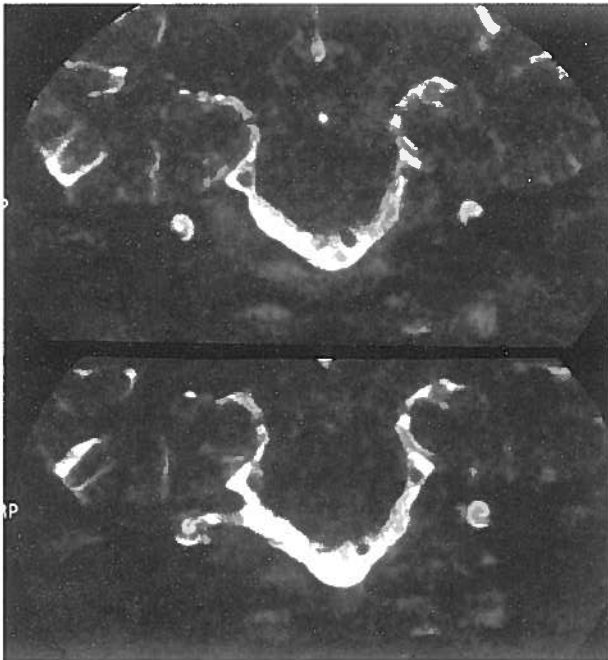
RM pT2. Tomogramas coronais, 0,7 mm de espessura, que interceptam os caracóis. Não há obliteração perilinfática das espiras apicais (setas).
